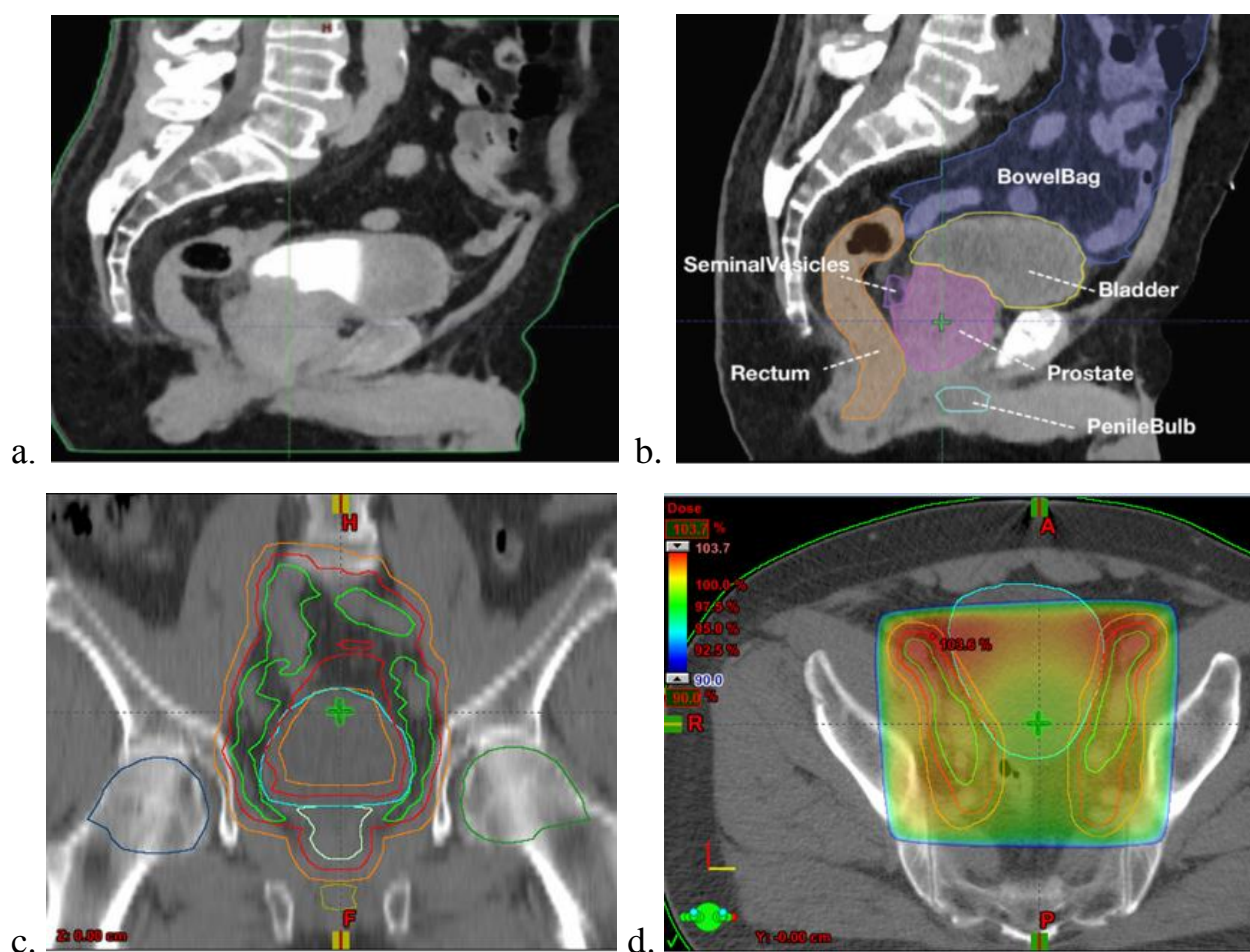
Оконтуривание при КТ-топометрии. а. Визуализация стенок анатомических органов при внутривенном контрастировании во время КТ-топометрии. б. Анатомические ориентиры при оконтуривании СТВ для тазовых лимфоузлов. с. Оконтуривание (аксиальные срезы). д. Объем облучения.
